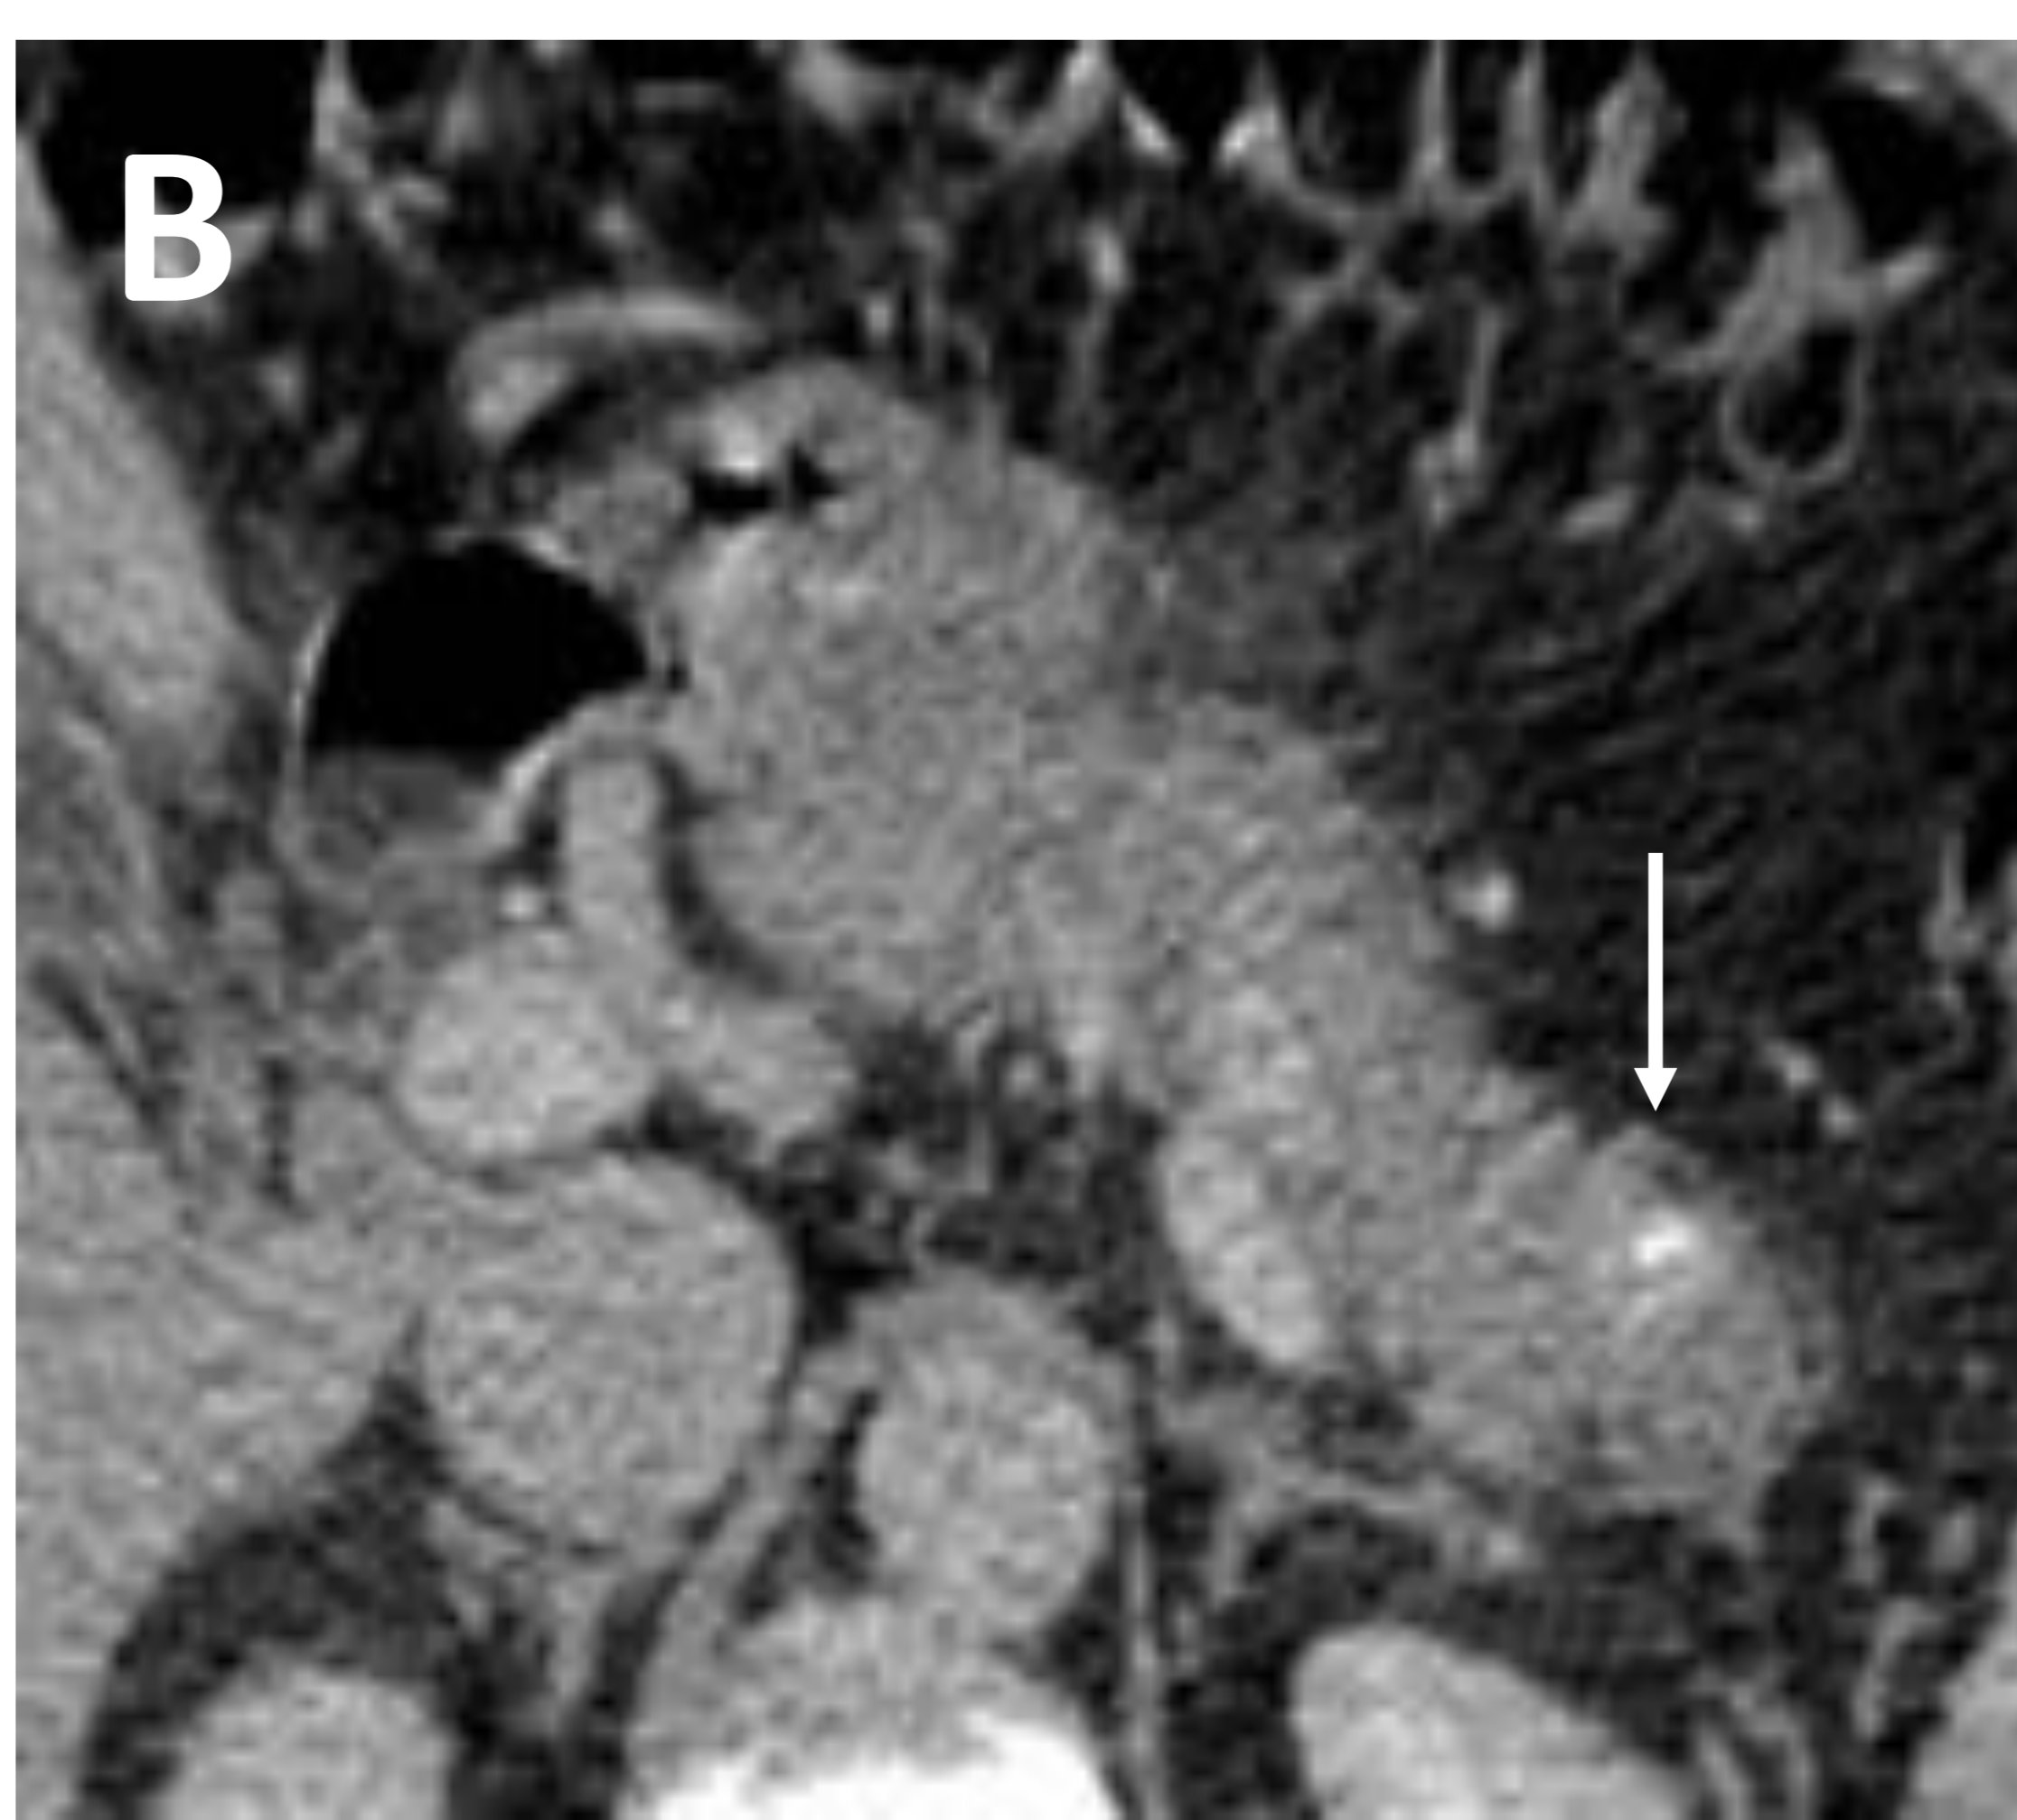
Varón de 52 años con TNE bien diferenciado subtipo G1. En contexto de una pancreatitis aguda la TC mostró como hallazgo casual un nódulo infracentimétrico bien definido, homogéneo, hipervascular y con una calcificación puntiforme en la cola pancreática sugestivo de TNEp (imagen A y imagen B). En la RM dicho nódulo era homogéneo, bien definido, hipointenso en T1 (imagen C), hiperintenso en T2 (imagen D), hipervascular (imagen E) y no presentaba una significativa restricción de la difusión (imagen F). En el octreoscan no presentó captación de contraste, indicando que la lesión no presentaba receptores de la somatostatina. Los hallazgos radiológicos, eran sugestivos de TNEp de bajo grado.
